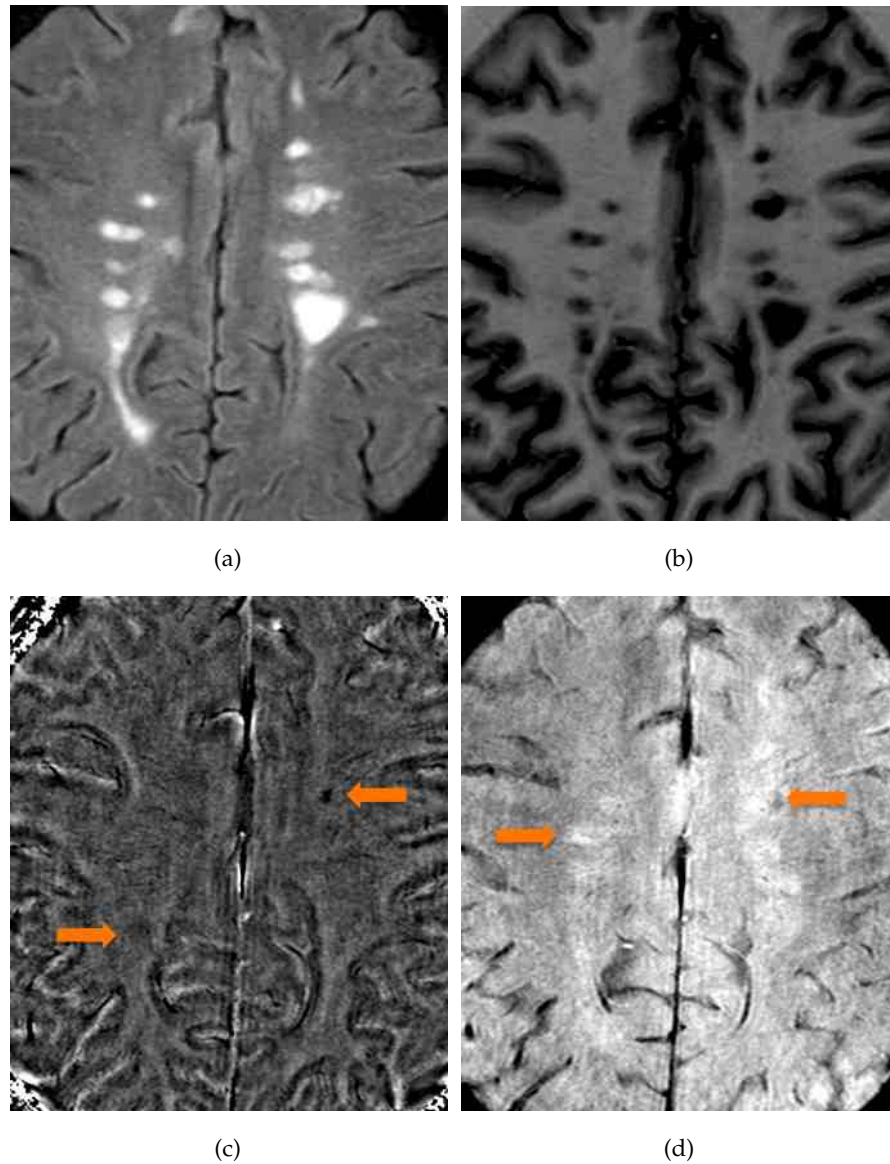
In der FLAIR (a) stellen sich MS-Läsionen homogen hyperintens, in  $T_1$  (b) homogen hypointens dar. Durch Phasenbild (c, Pfeile zeigen zwei Läsionen) und Magnitude (d, Pfeile zeigen eine hypo- und hyperintense Läsion) sind meist weniger Läsionen abgrenzbar. Diese nehmen im Phasenbild ein weitaus kleineres Volumen ein.
